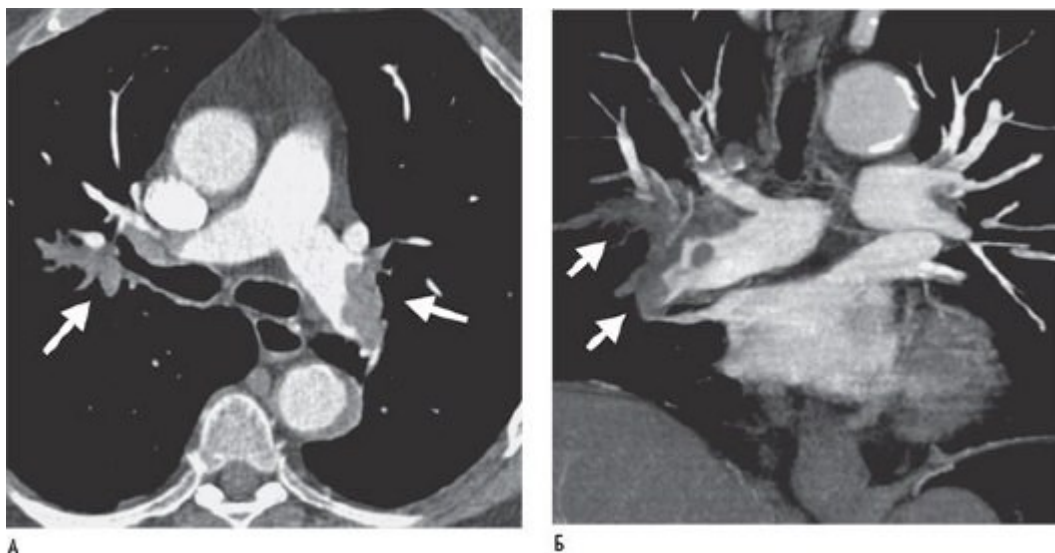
Спиральная компьютерная томография в диагностике легочной эмболии. А - поперечный план с массивной двусторонней эмболией. Б - коронарный вид посредством КТ ЛА с преобладанием правосторонней эмболии.
